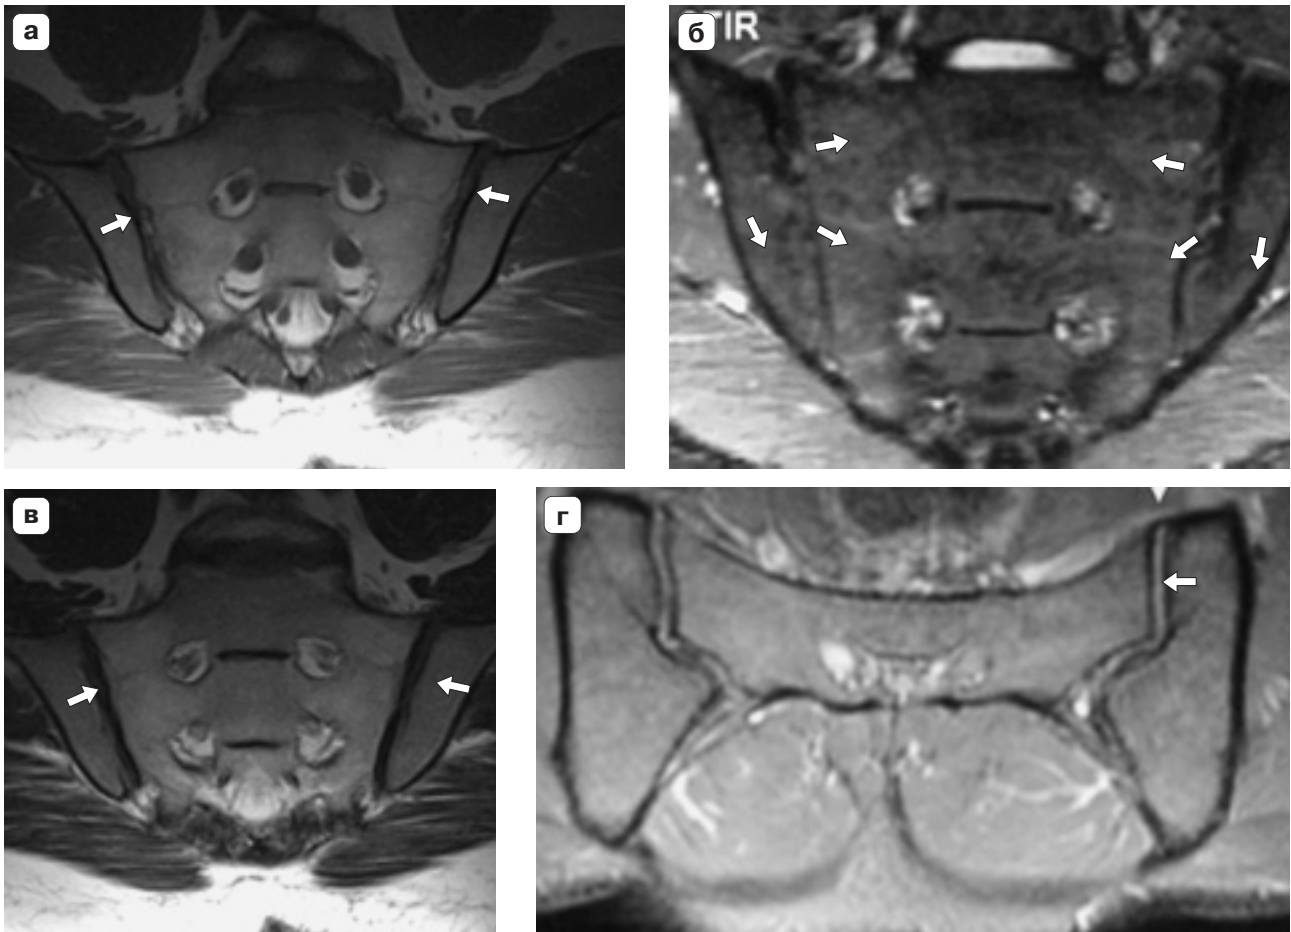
МРТ неизмененных крестцово-подвздошных сочленений. а, в – T1- и T2-ВИ в корональной проекции до контрастирования. Суставные щели илеосакральных сочленений равномерные, не сужены (стрелки). Суставные поверхности боковых масс креста и подвздошных костей с четкими ровными контурами; б – STIR-томограмма в корональной проекции. Низкоинтенсивный сигнал от губчатого вещества крестца и подвздошных костей (стрелки); г – T1-ВИ в аксиальной проекции после контрастного усиления. Отмечается повышение интенсивности сигнала от суставной полости сустава (стрелка).
